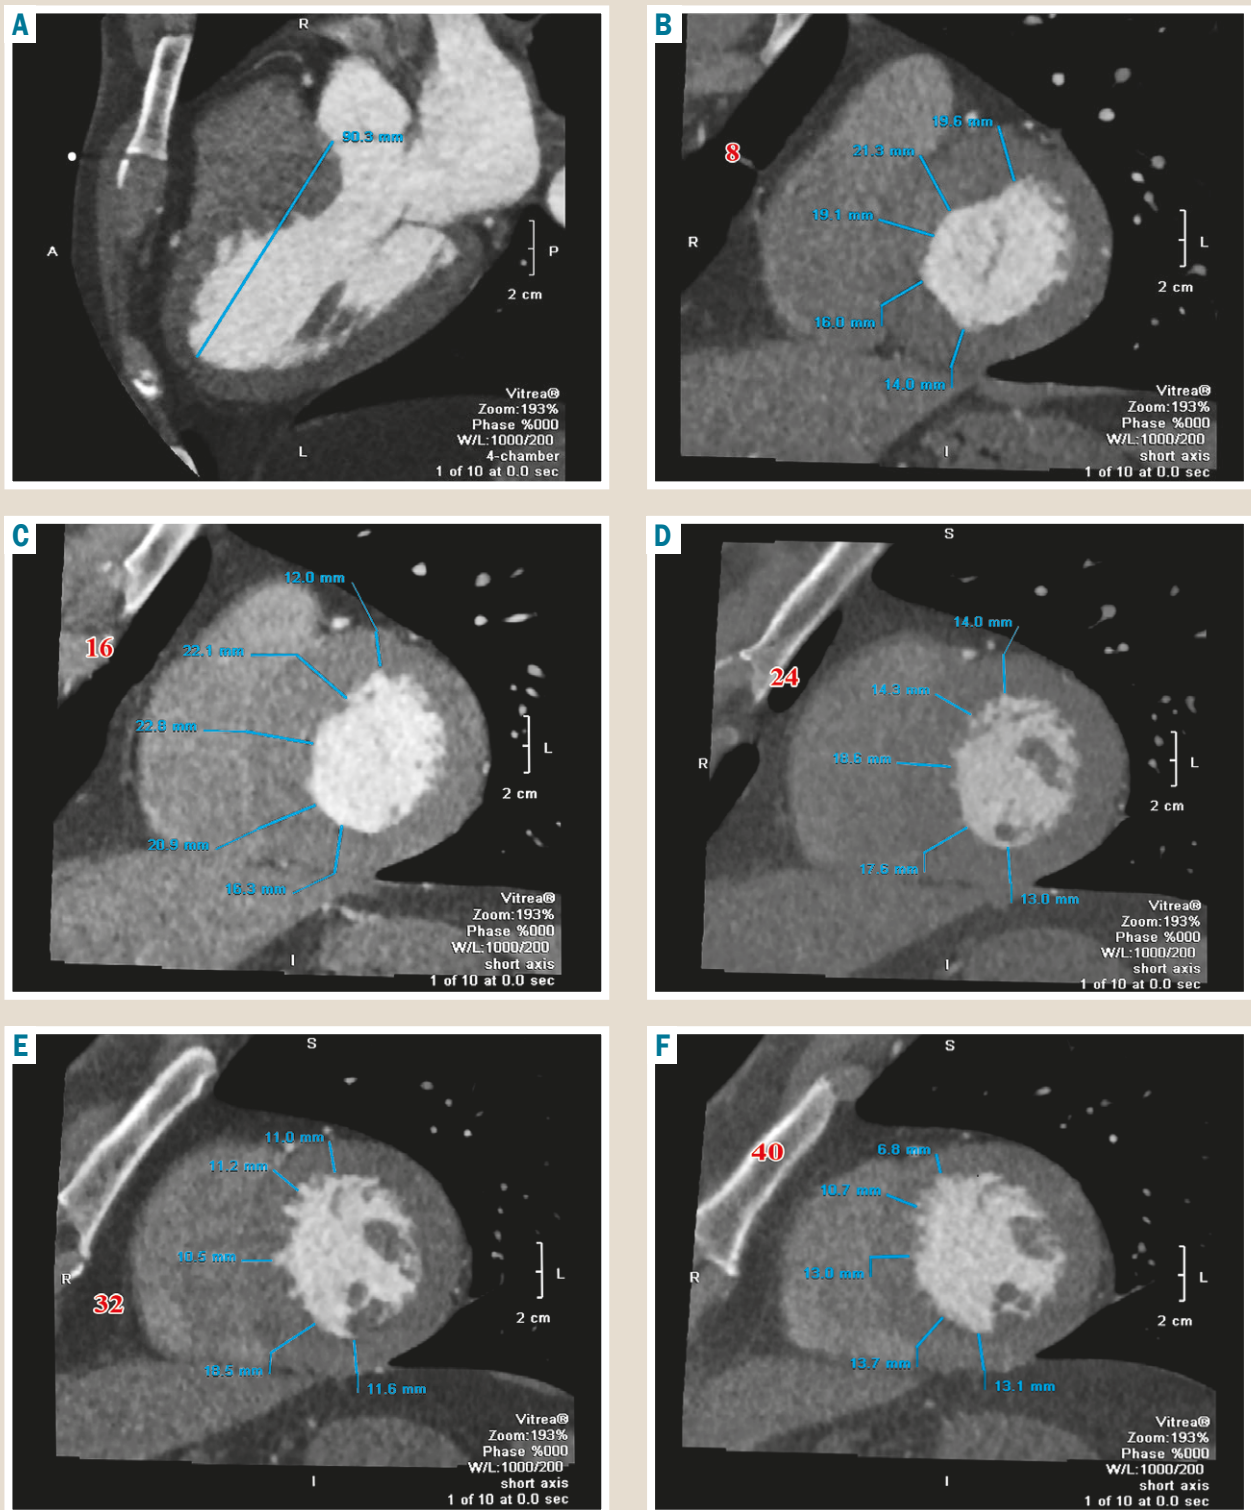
Мультипланарна КТ-реконструкція (передопераційне планування), де вимірюють відстань від кільця АК до верхівки ЛШ у трикамерній позиції (А) та товщину ЛШ і МШП на відстані кожні 8 мм від кільця АК по короткій осі під час кінця діастоли в передньому, перетинковому та нижньому сегментах від базального до середнього рівня ЛШ (В–F).
